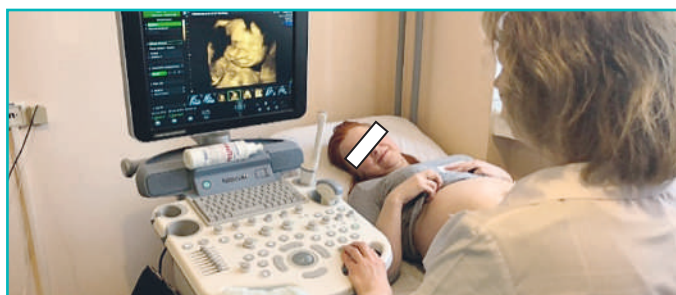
Проведение ультразвуковой диагностики плода у беременной, 20 недель / Ultrasound diagnosis of the fetus in a pregnant woman, 20 weeks
